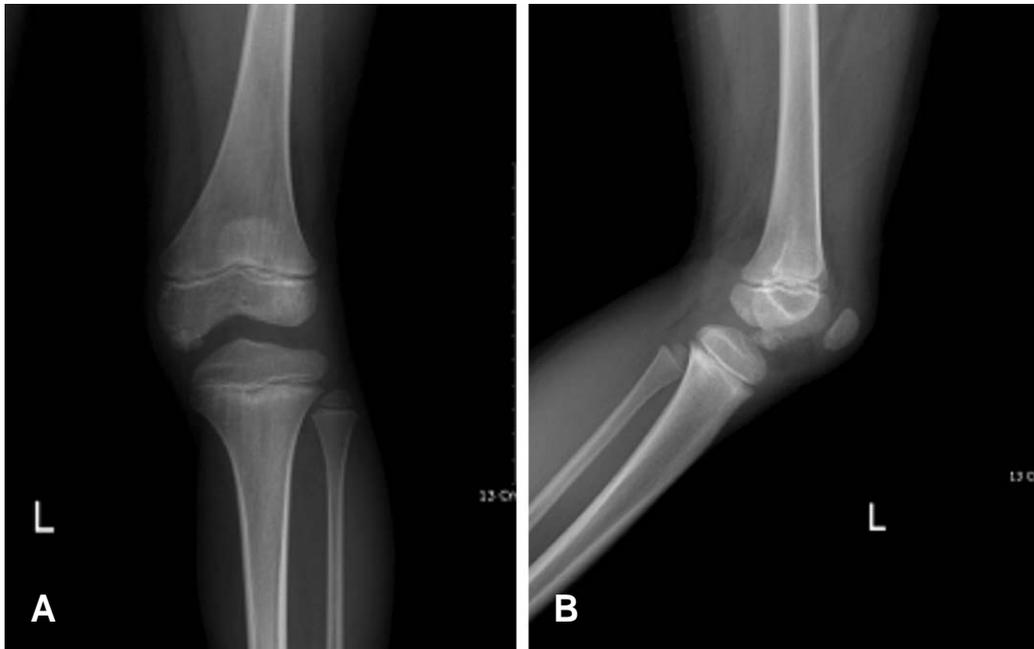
Dysplasia epiphysealis hemimelica in a 7 year-old boy presenting with left knee pain. (A) Anteroposterior and (B) lateral radiographs showing a well-defined calcified mass anterior and medial to the distal femoral epiphysis.
